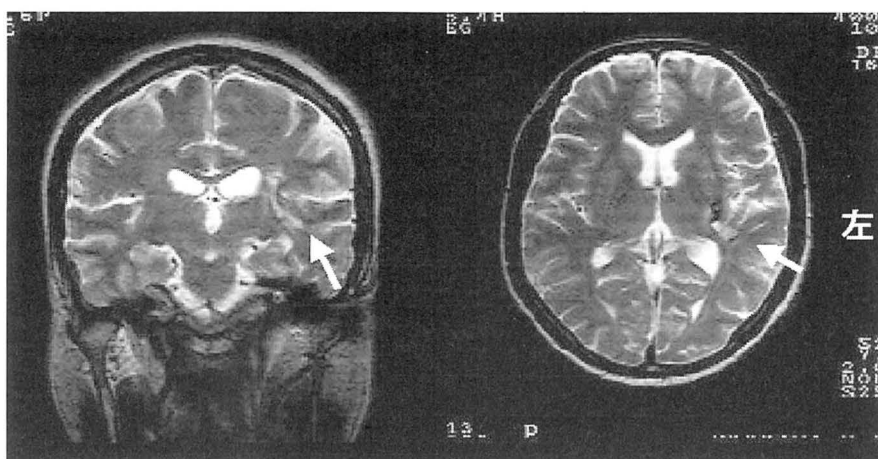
純粋語聾例の MRI T<sub>2</sub>強調像（水平断面）
